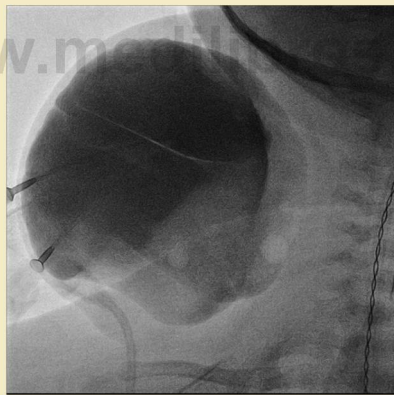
Niño de 3 semanas con una malformación linfática macroquistica creciente. Una radiografía tomada tras la inyección de esclerosante opacificado confirma la inyección en la malformación.
